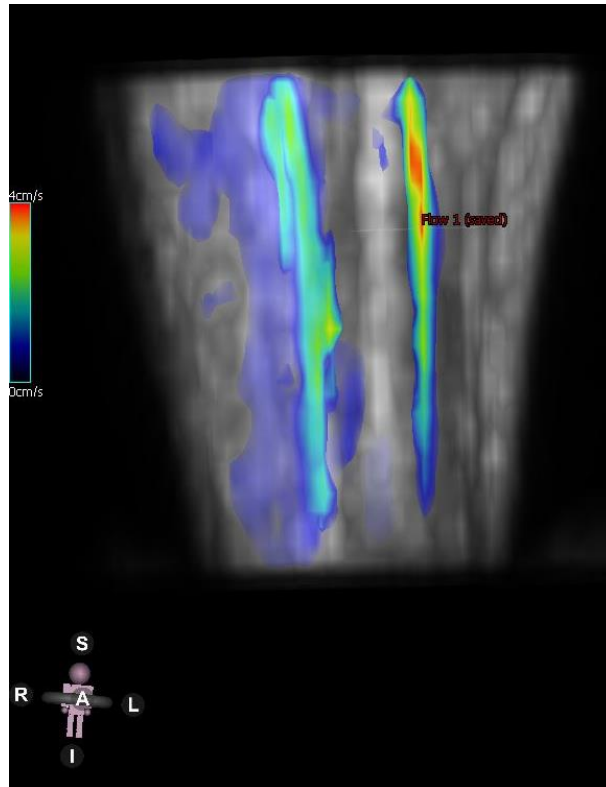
Proyección de máxima intensidad RM y visualización fluidodinámica 3D codificada por colores de las arterias en la región a estudio de una voluntaria, en plano sagital.
